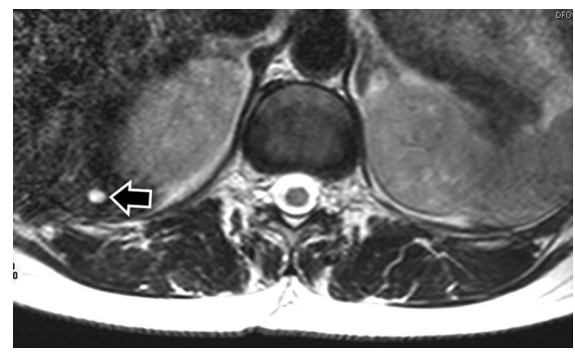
Paciente de sexo masculino de 34 años con dorsalgia. RM de columna dorsal. Secuencia ponderada en T2 plano axial. Se aprecia imagen quística milimétrica en hígado (flecha con relleno).
